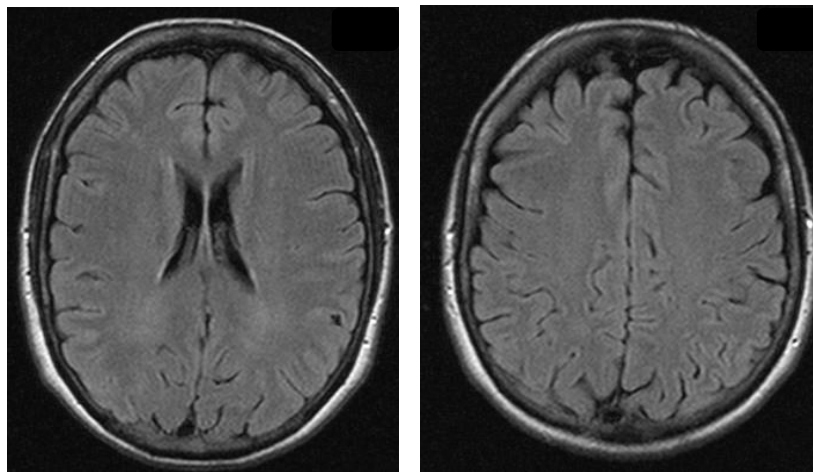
RM CE (2012). Sequência FLAIR transversal
